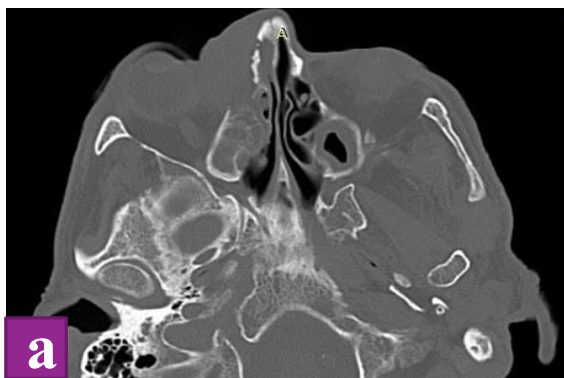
Рисунок (а-с) На аксиальной КТ продемонстрированы изменения, выявляемые у пациентов с ГПА, у которых системный васкулит манифестировал с поражения носа и ОНП.
